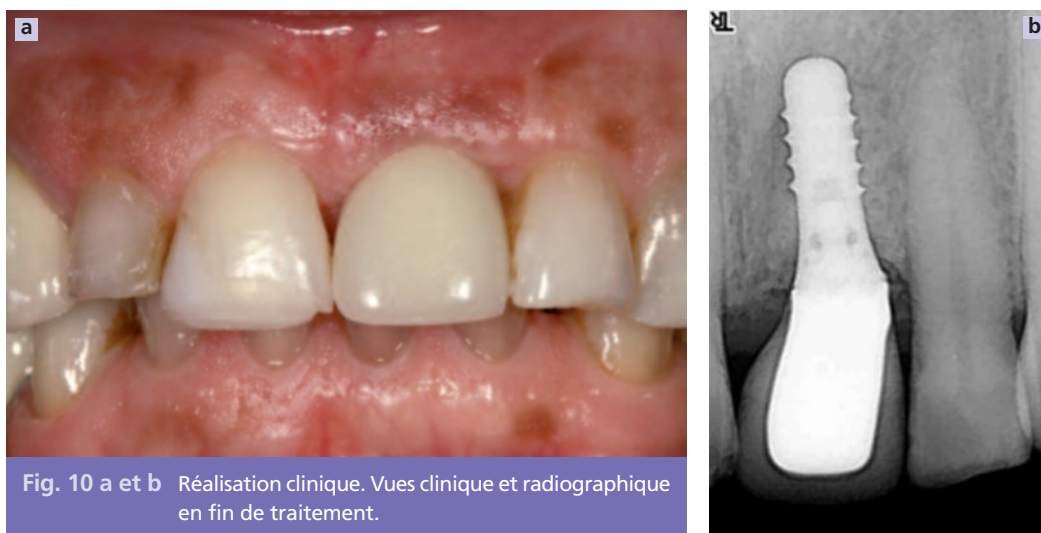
a et b Réalisation clinique. Vues clinique et radiographique en fin de traitement.
